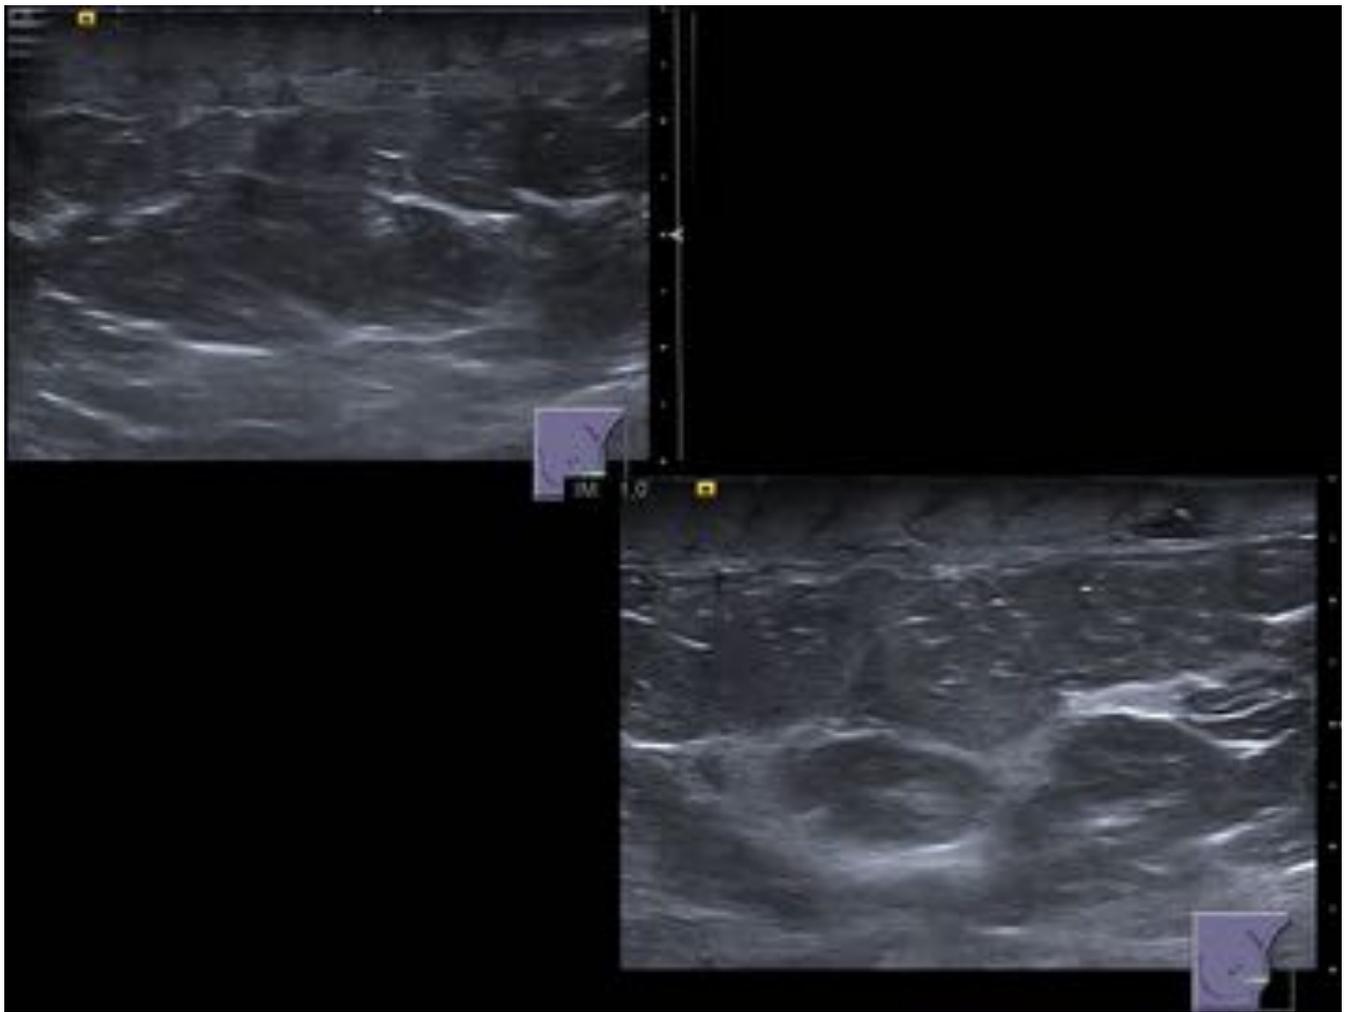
ECOGRAFÍA DE MAMA. Cambios inflamatorios difusos en MD, sin evidencia de nódulos sólidos
